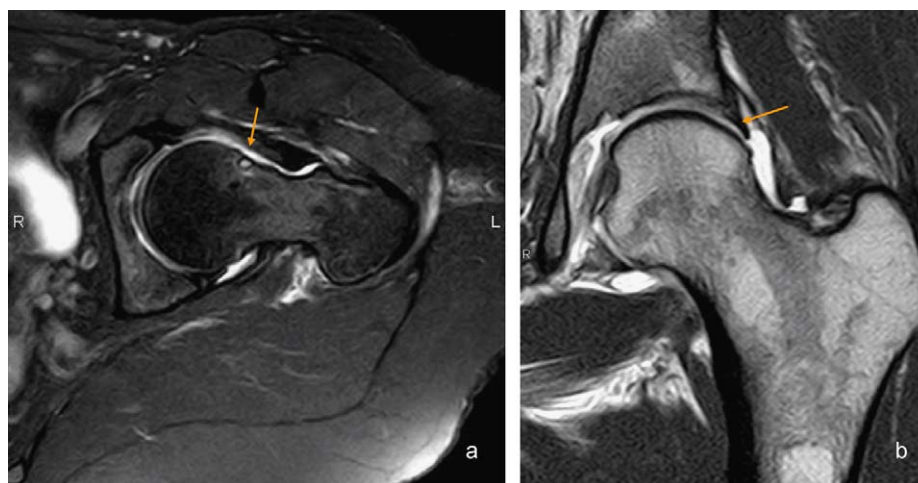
Artrorresonancia magnética directa. a) Corte axial oblicuo, que muestra hallazgos similares a la tomografía computarizada. b) Corte coronal T1 con contraste intraarticular, con integridad del labrum acetabular y del cartílago.
